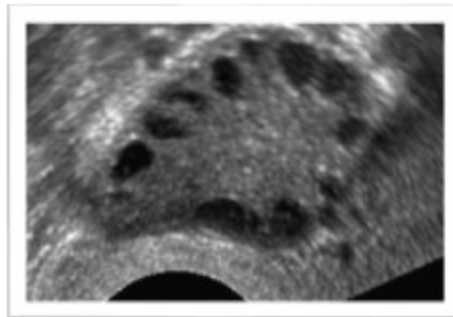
Aspecto de un ovario poliquístico en ultrasonografía conocido como collar de perlas.
